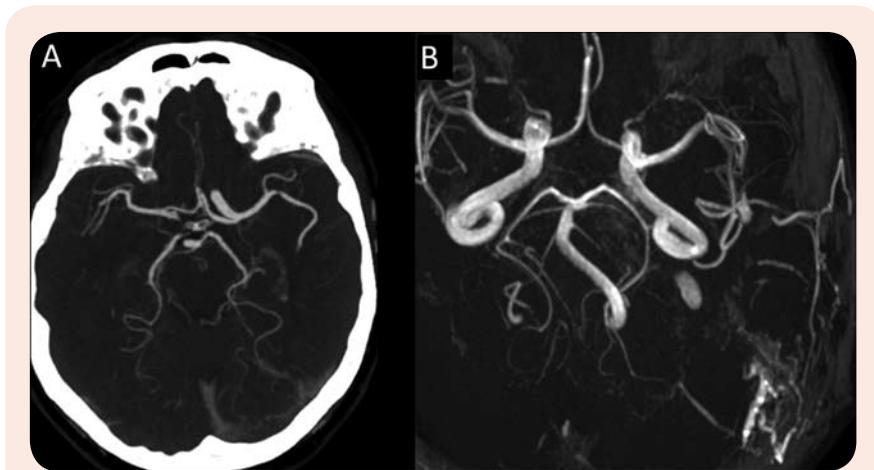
Hier wurde eine spezielle Darstellungsform gewählt, die sogenannte MIP („maximum intensity projection“), damit die Gefäße entsprechend kräftig abgebildet werden: A) CT-Angiographie und B) MR-Angiographie. Grundsätzlich ist zu erkennen, dass die CT den Knochen mit abbildet (weiß) und die MRT nicht beziehungsweise nur indirekt. Die MR-Angiographie zeigt am rechten unteren Bildrand den pathologischen Befund einer Fistel.
